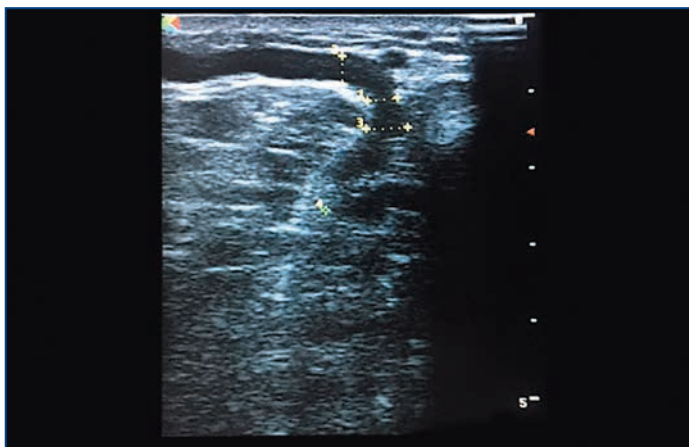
УЗИ ПВ голени (рефлюкс более 0,5 с)
